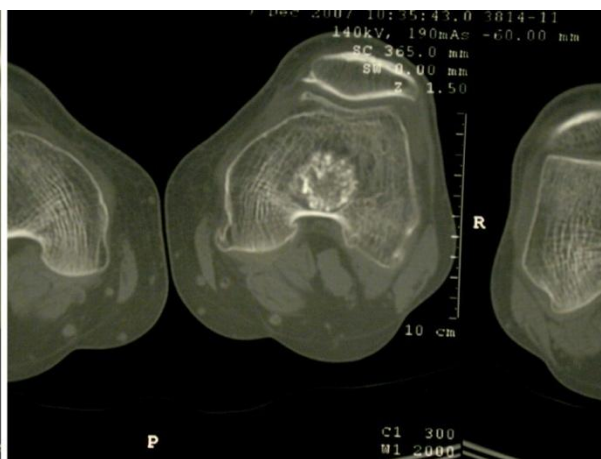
Компьютерная томограмма мыщелков большеберцовой и бедренной костей
